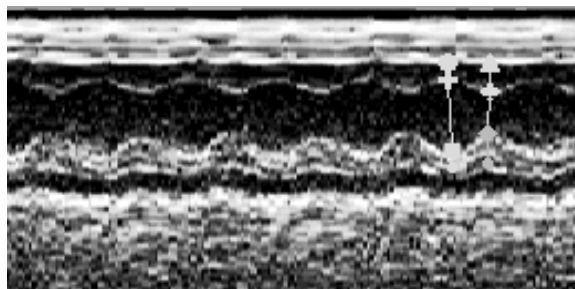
M-Mode in der parasternal langen Achse: Darstellung der Messpunkte
